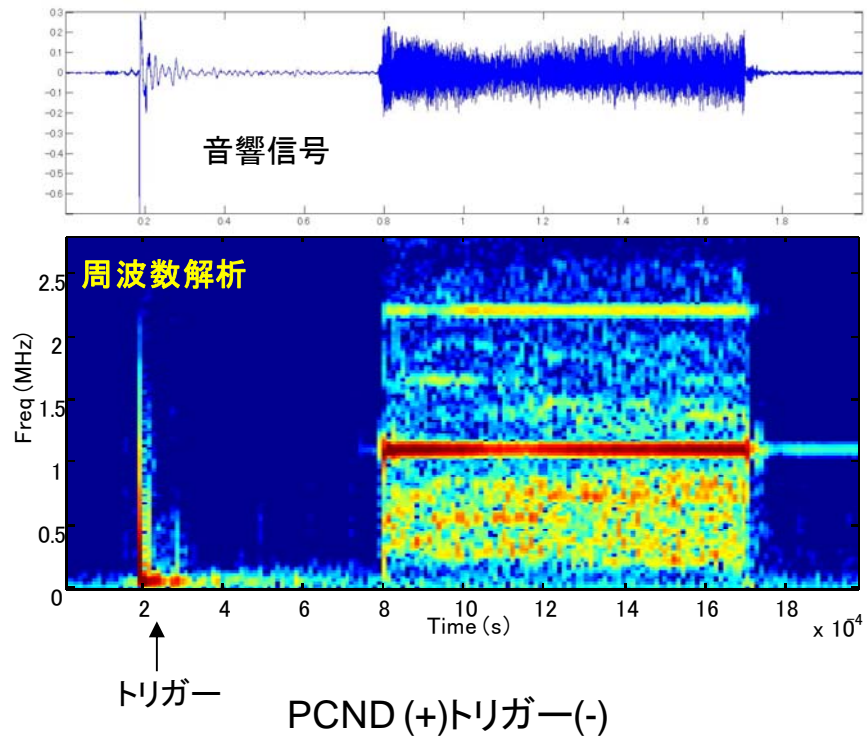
2-1-13 超音波照射時の音響信号およびその解析結果(1)
